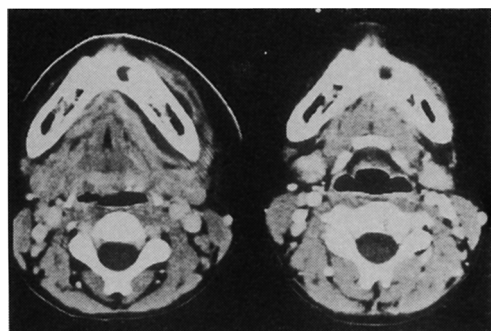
CT scan of 11 years old child with submandibular abscess
